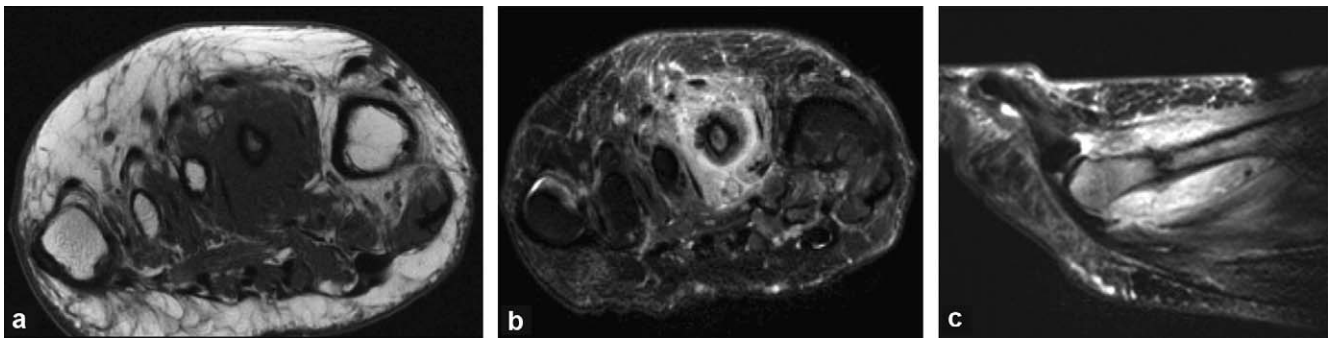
Fracture de fatigue complète de la diaphyse du deuxième métatarsien. a : IRM, image coronale T1 ; b : IRM, image coronale en densité de protons avec saturation du signal de la graisse ; c : image sagittale en densité de protons avec saturation du signal de la graisse. Les images montrent un œdème de la médullaire osseuse et des tissus mous. L'œdème est circonférentiel. La ligne en hyposignal correspond à la fracture complète de la diaphyse métatarsienne.
